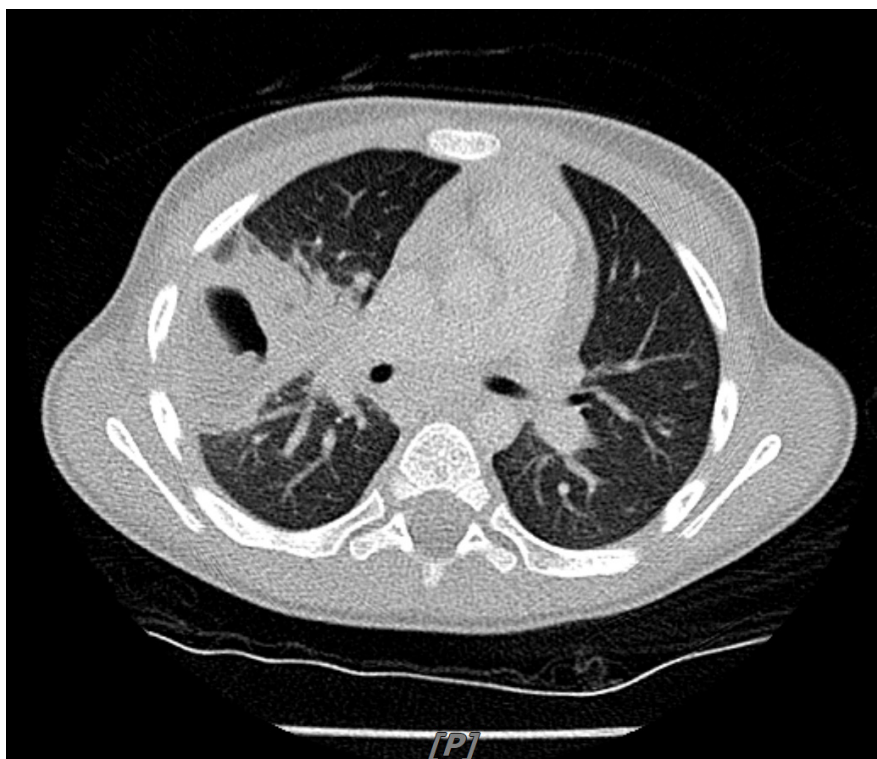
Chest CT scan showing a 2.1x3.0 cm enhanced thickened-wall cavitary lesion with internal air-fluid level at the right lower lobe.
